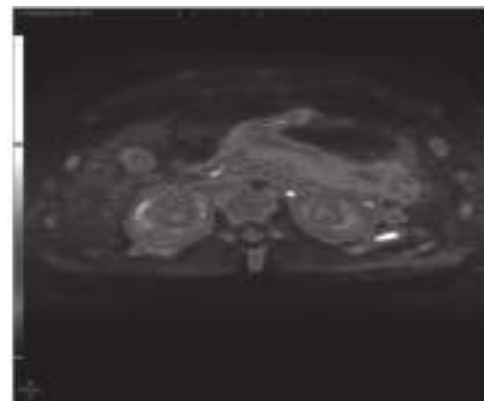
Диффузия в цвете (см. цветную вкладку).
